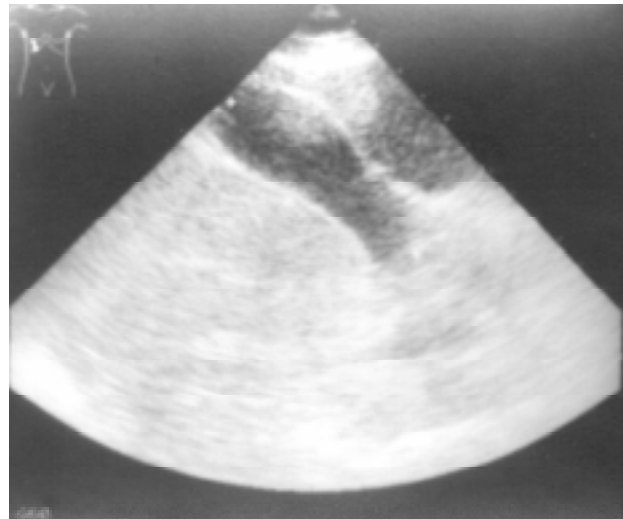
Imagen de ultrasonido donde se observa una lesión quística bien delimitada cercana a la vesícula biliar.
